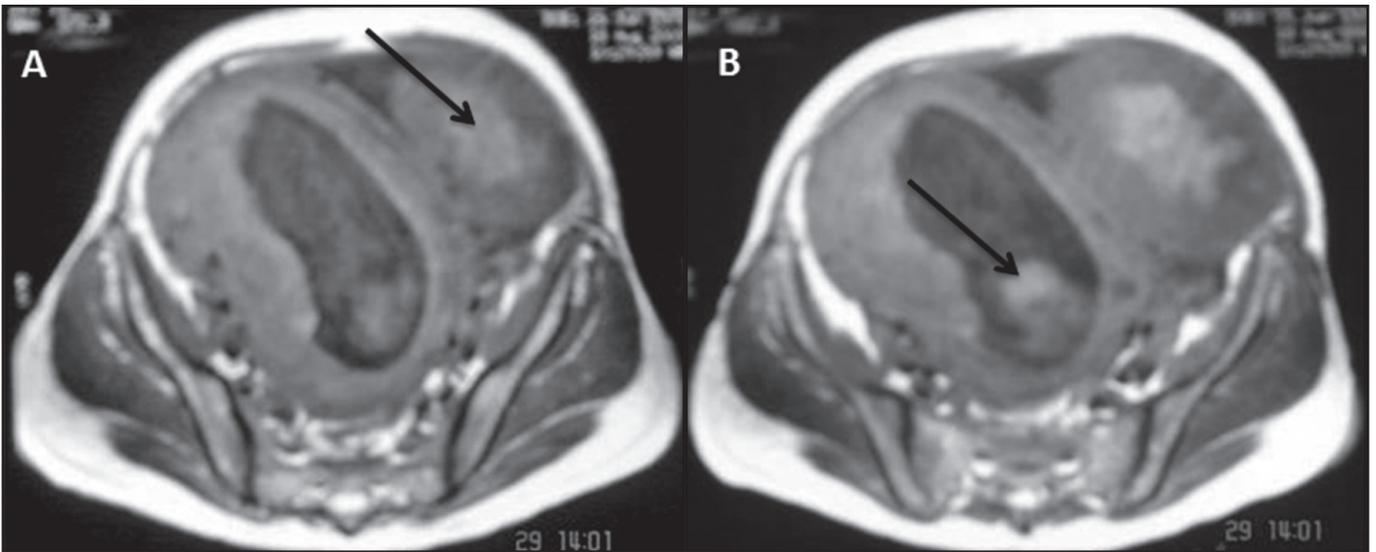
A) A imagem de ressonância magnética nuclear da pélvis evidencia um mioma intramural de parede uterina. B) Imagem de ressonância magnética nuclear da pélvis mostrando útero gravídico com a observação de feto único.
